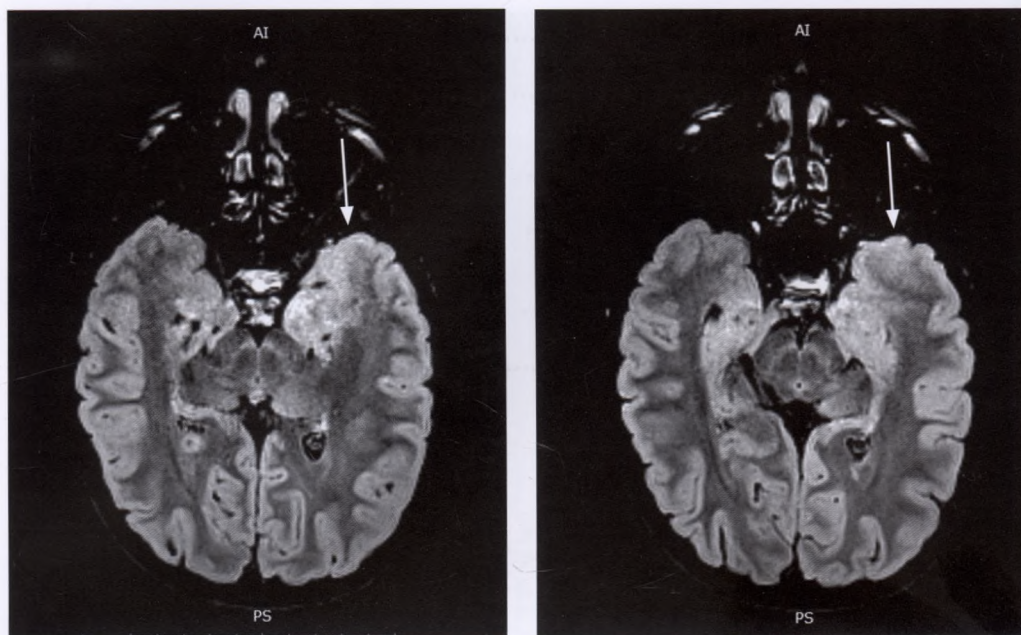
МРТ (FLAIR), «косая» проекция параллельно гиппокампу (объяснение в тексте).
